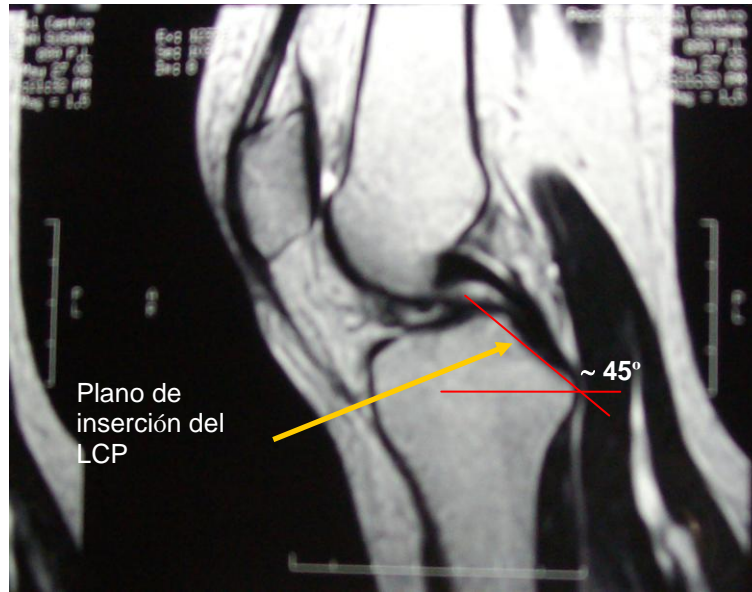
Resonancia facilitada por el Dr. Santander donde se puede observar un corte central sagital de una rodilla.
